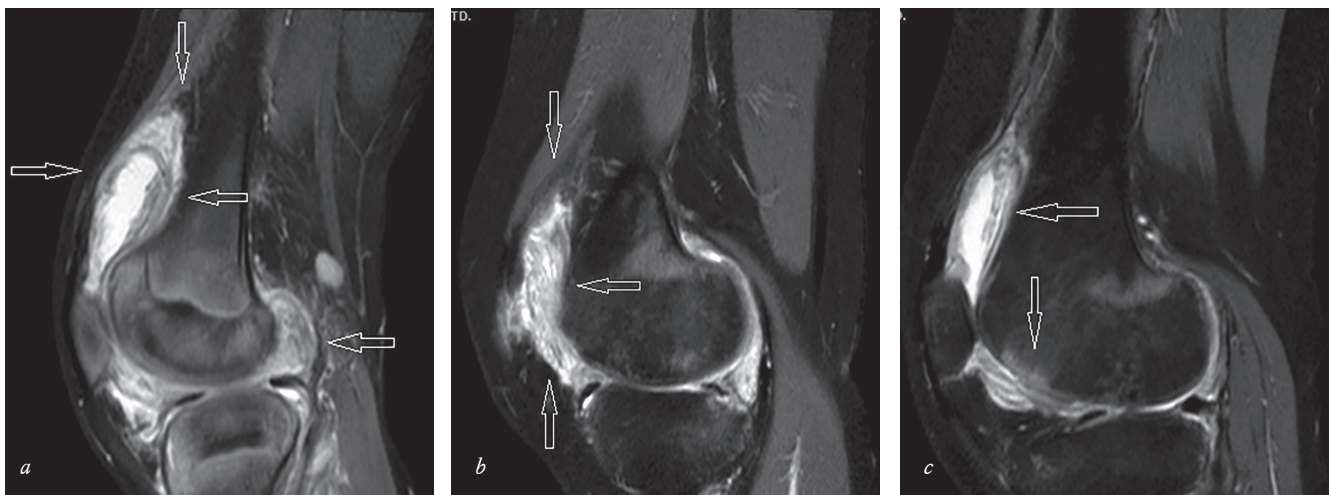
Выраженный хронический синовит: *a* – тотальное утолщение и пролиферация синовиальной оболочки; *b* – тотальная пролиферация синовиальной оболочки и формирование клеточного паннуса; *c* – тотальное утолщение синовиальной оболочки и «нежное» эрозирование суставной поверхности бедренной кости (магнитно-резонансная томограмма)
